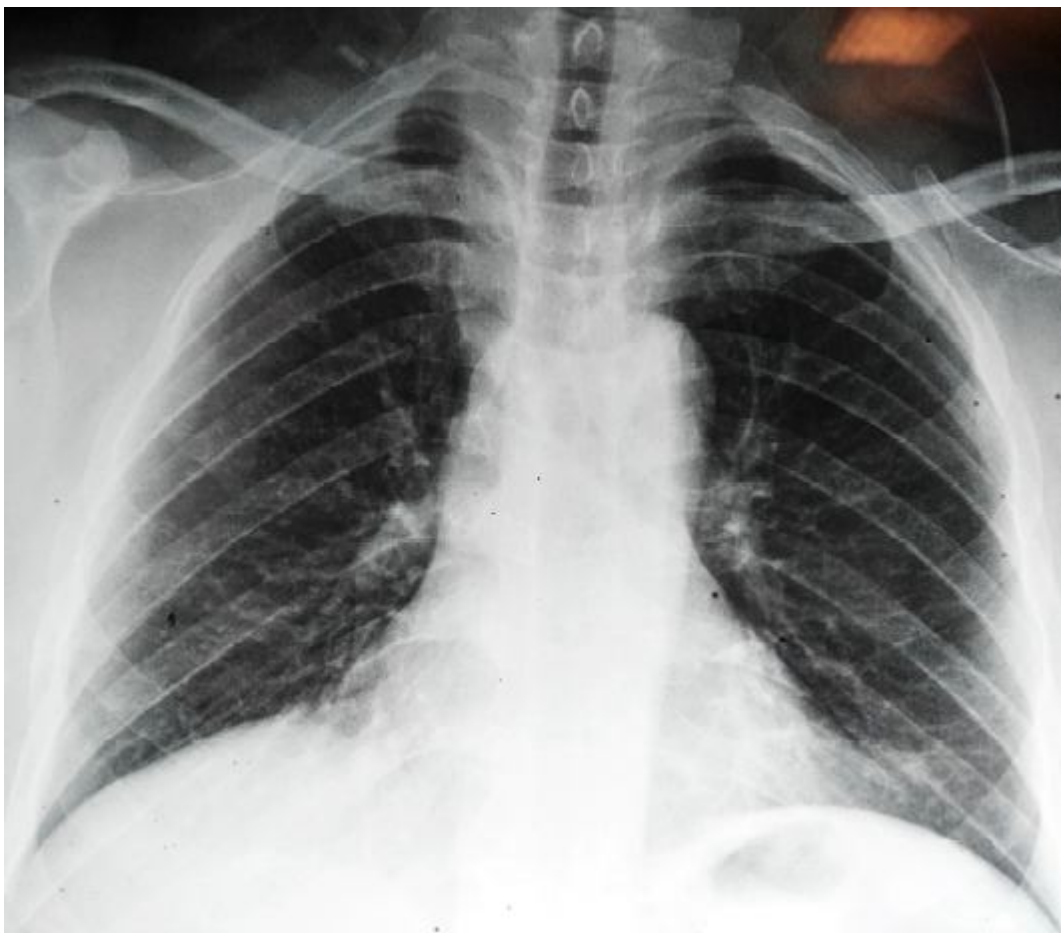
Radiographie du thorax de face.
